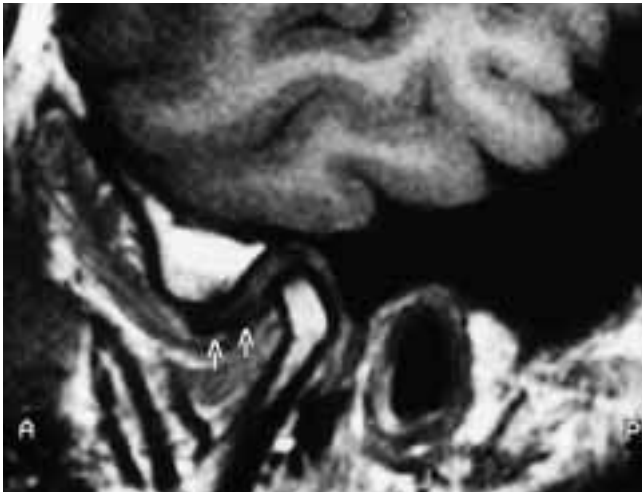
Präoperatives MRI-Bild mit Discusverlagerung (Pfeile) nach anterior (A) in Schlussbissituation. P: posterior.
